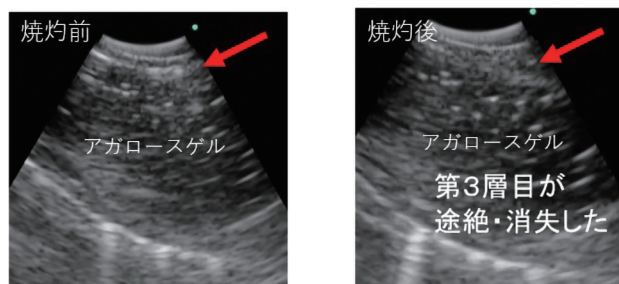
CALでの超音波気管支鏡像（左：アガロースゲル注入による疑似食道腫瘍モデル, 右：外膜焼灼による外膜浸潤モデル）
